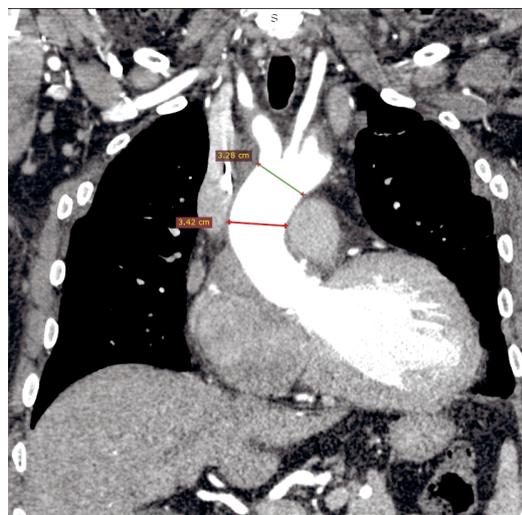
МСКТ – аортография после операции (фронтальная проекция)
